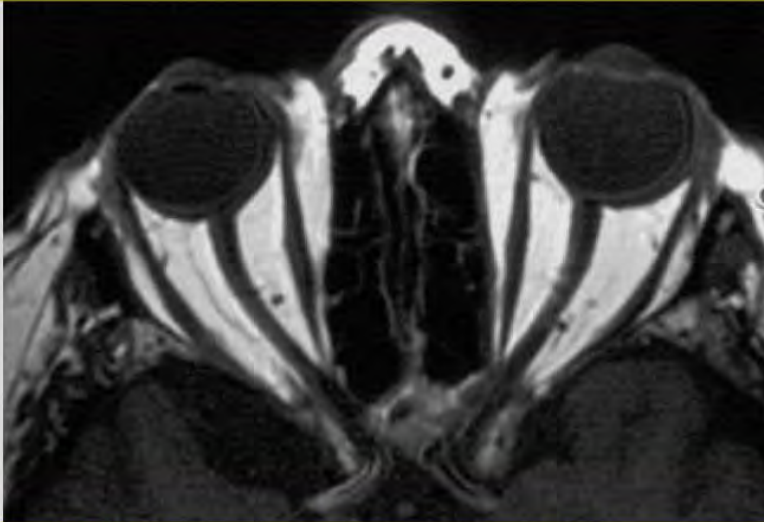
Hypertrophie graisseuse (IRM)
